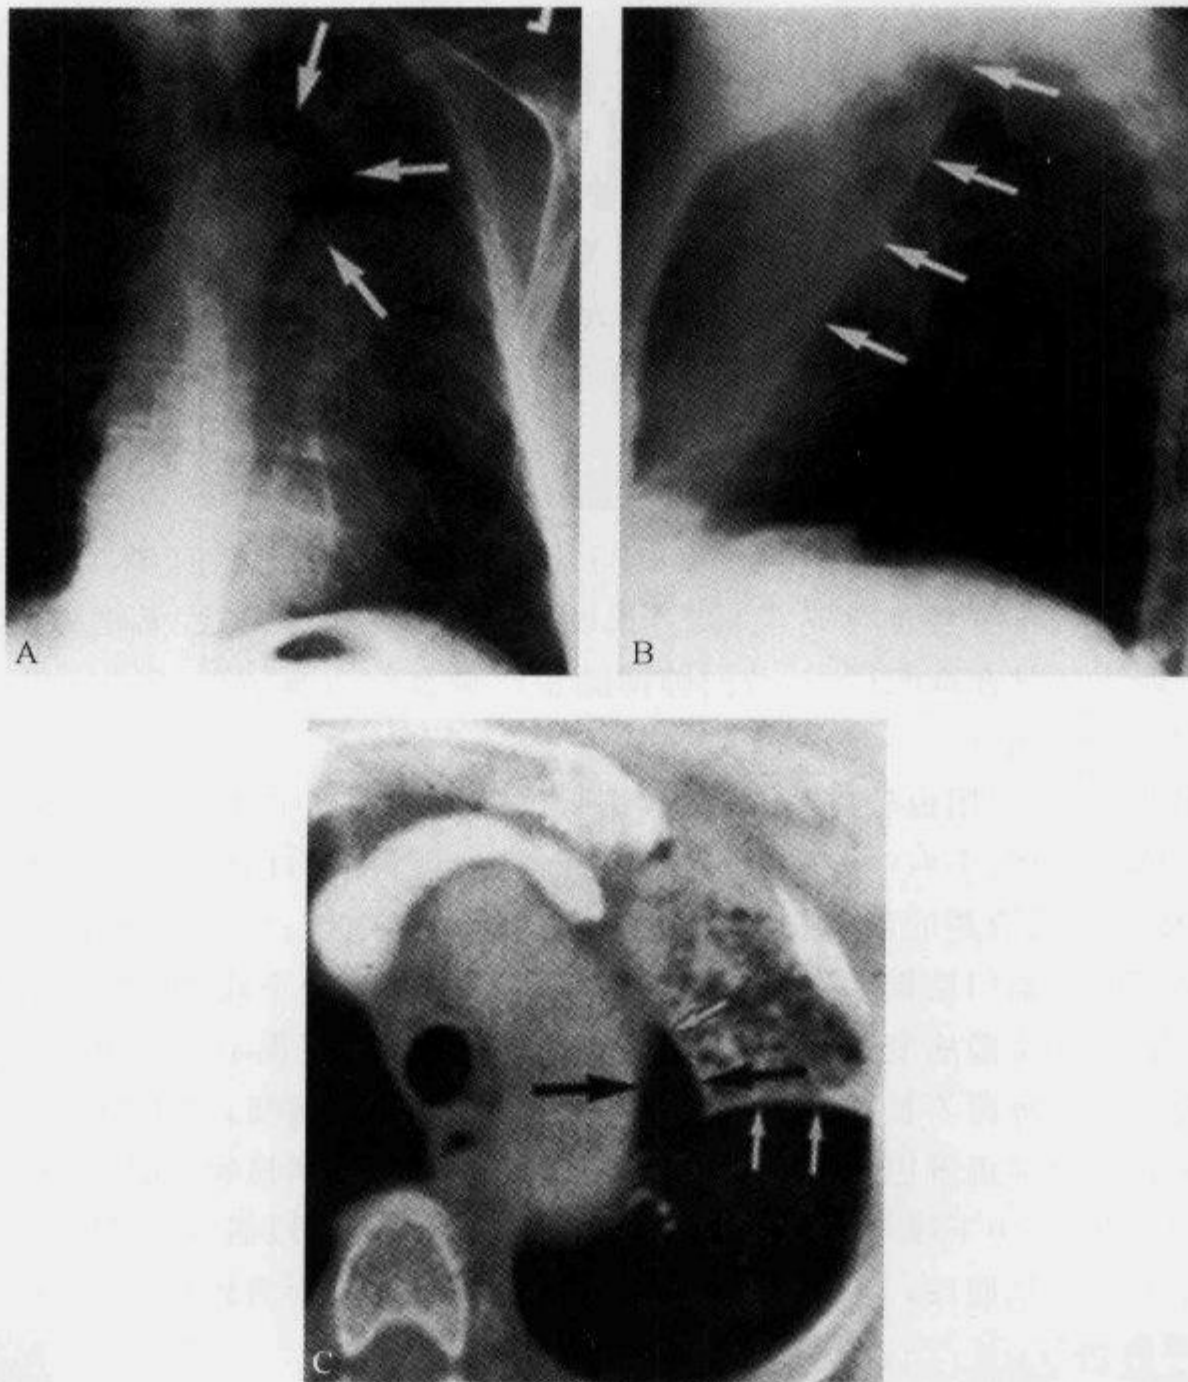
胸部正侧位及 CT 示“空气镰刀征”
